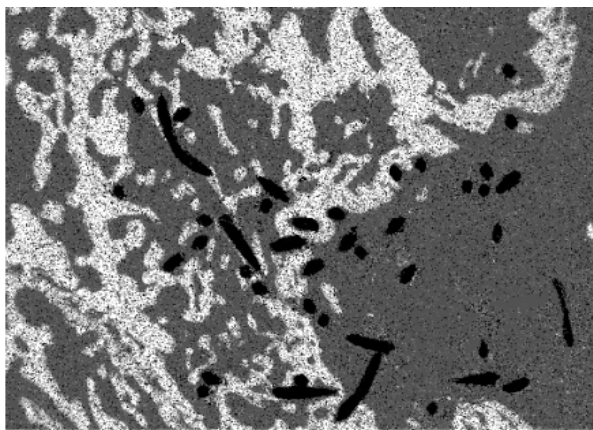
Репаративный остеогенез в дефекте метафиза через 7 (а) и 14 (б, в) суток после операции: а, б – карты рентгеновского электронно-зондового микроанализа, изображения в характеристическом рентгеновском излучении атомов кальция; в – сканирующая электронная микроскопия (органические компоненты удалены), увеличение: а – $\times 100$, б – $\times 25$, в – $\times 70$
